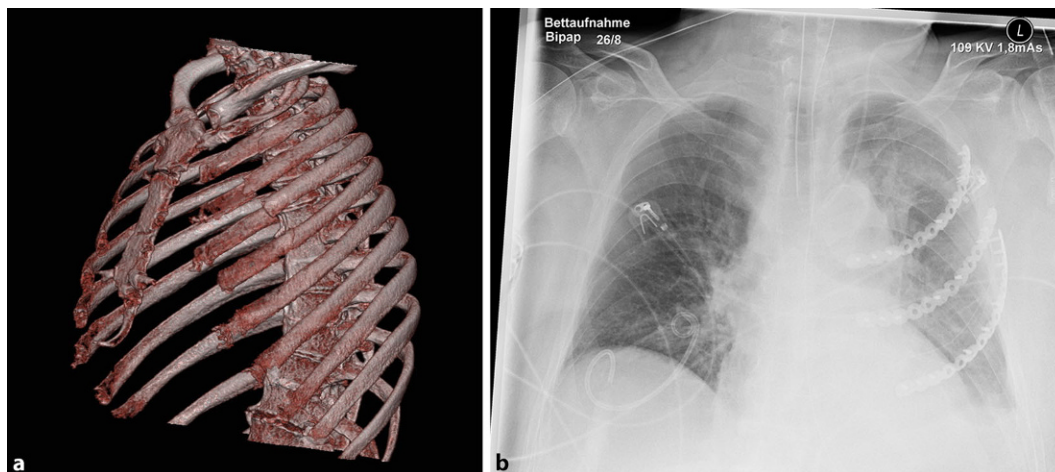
◀ Darstellung des Thorax. a In „Volume-rendering“-Technik präoperativ, b postoperativer Röntgenbefund
